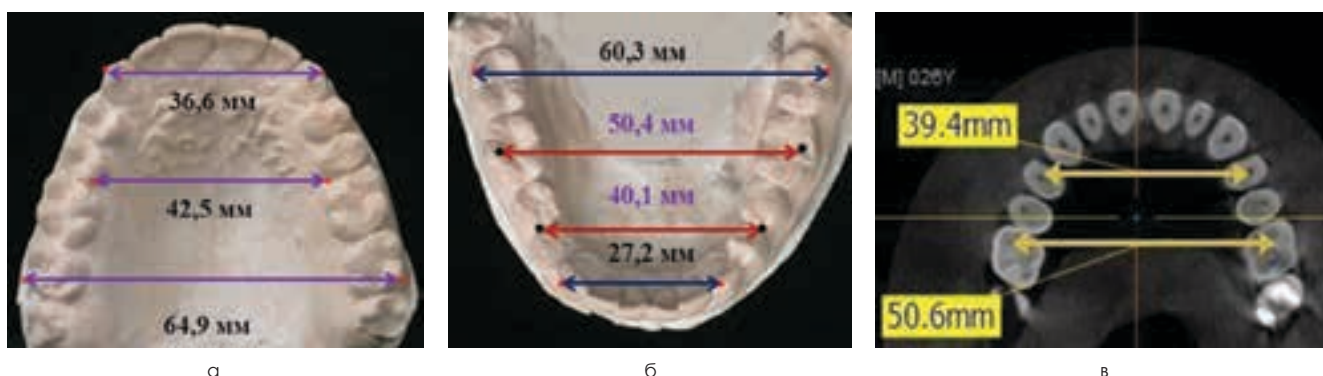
Сравнительный анализ морфометрических параметров на гипсовых моделях верхней (а), нижней (б) челюстей и на конусно-лучевой компьютерной томограмме в аксиальной проекции (в) пациента с брахипалатинальным сводом твёрдого нёба
